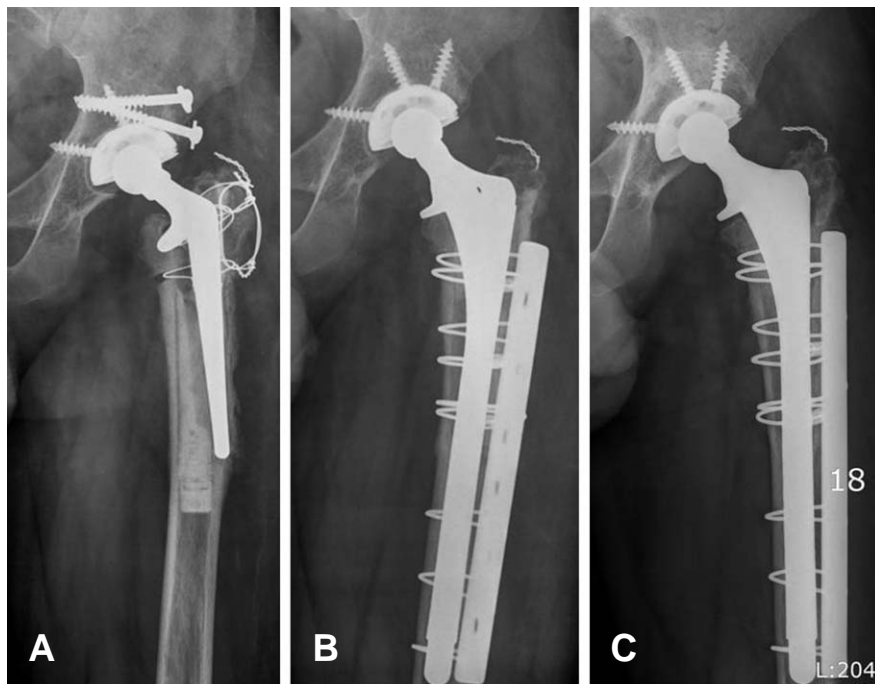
35-year-old male. (A) A cemented stem was placed into a femur with a Paprosky type IIIA bone defect. Bone loss of the greater trochanter, perforated by loosening stem, is shown in the anteroposterior preoperative radiograph. (B) The hip was revised with Versys™ (Zimmer, U.S.A.) 200 mm stem. Bony supporting with strut allograft and impaction morselized allograft was done. (C) 68-month after revision surgery, radiograph revealed a sign of stable bony ingrowth at diaphyseal area with a sign of allograft consolidation. The patient experienced a mild thigh pain with irritation pain at greater trochanteric area.
